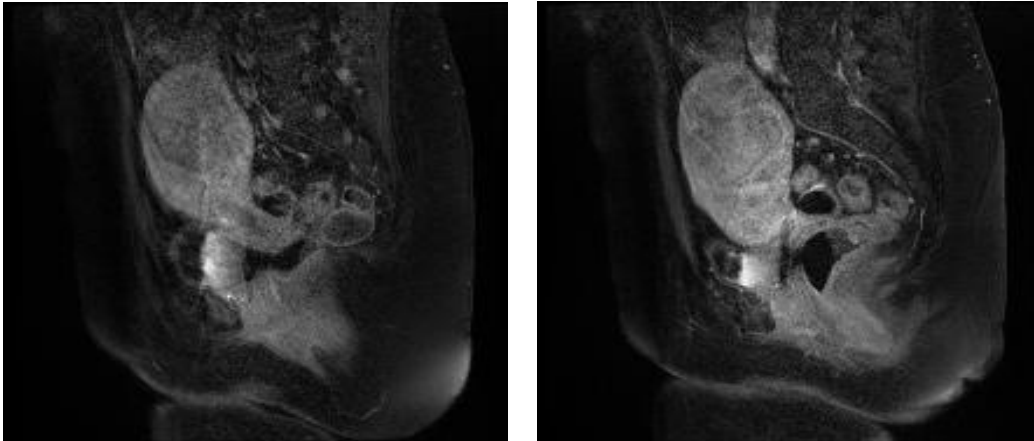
Präoperative MRT Becken mit Darstellung eines glatt begrenzten Lipoleiomyoms
